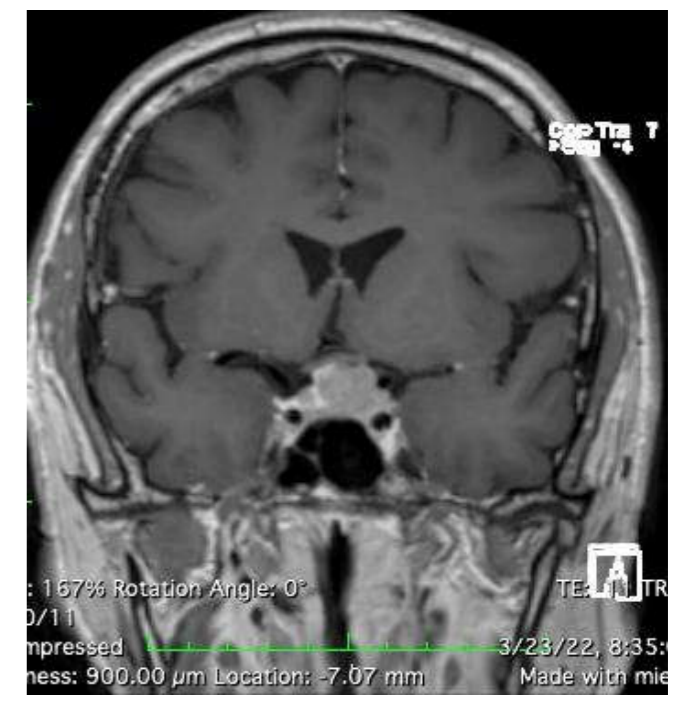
IRM Adenom hipofizar frontal
